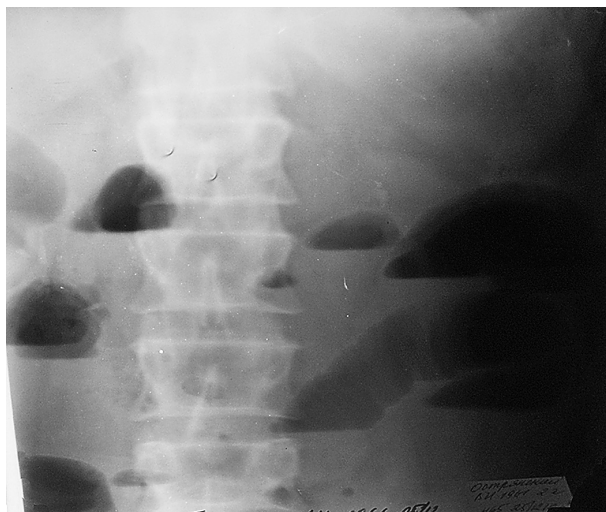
Рентгенограмма органов брюшной полости больного О.
